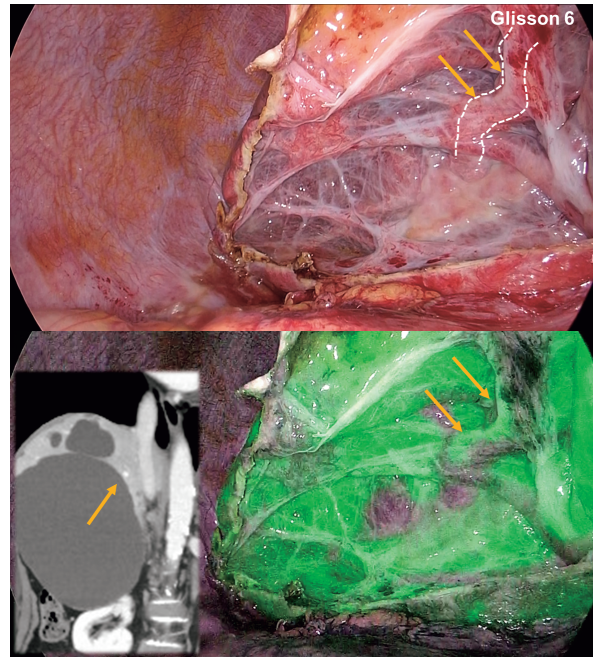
蛍光カメラによる内腔面の観察では、近接する胆管の走行(CT上、圧排された末梢B6)を視認できた。
